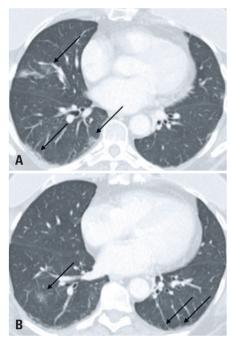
Imagens axiais (A e B) das bases pulmonares da primeira tomografia computadorizada do abdome mostram sutis opacidades em vidro fosco arredondadas, com algum espessamento septal, sugestivas de infecção incipiente pela COVID-19 (setas)
